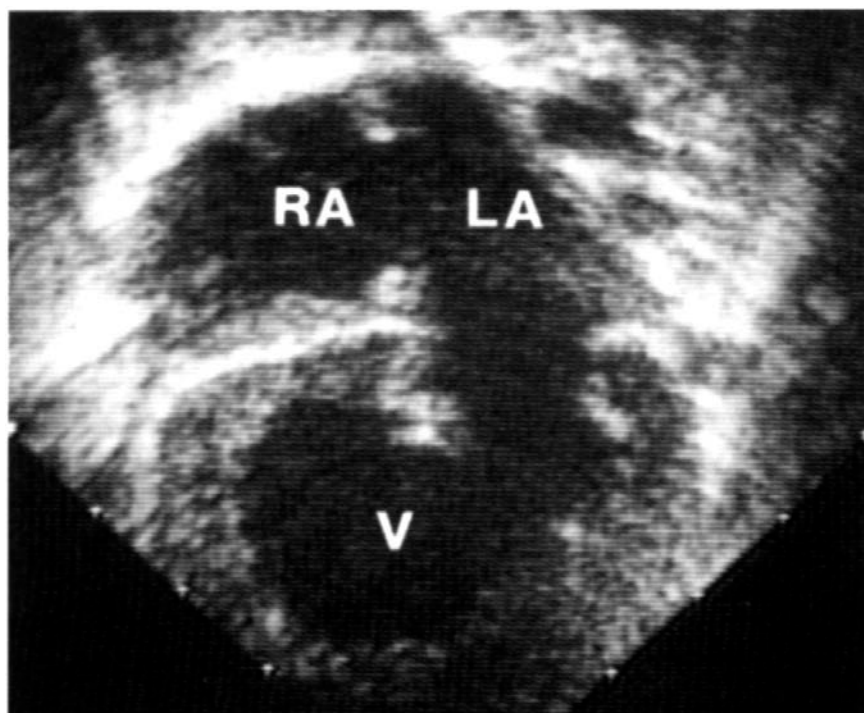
Эхокардиография ребенка с атрезией трехстворчатого клапана.
